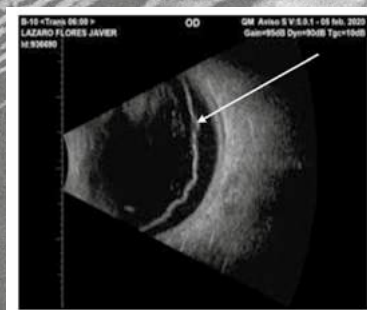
Ultrasonido ocular Modo B mostrando desprendimiento de retina (flecha).
